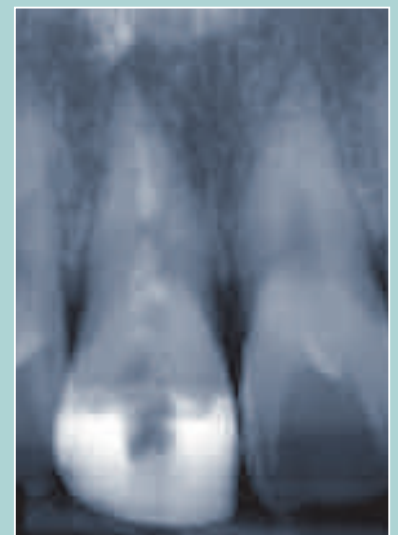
Einzelröntgen nach dreimonatiger Langzeitmed mit Calxyl.
